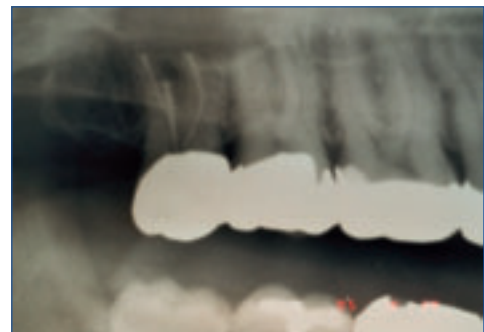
a, b: Röntgenaufnahmen
